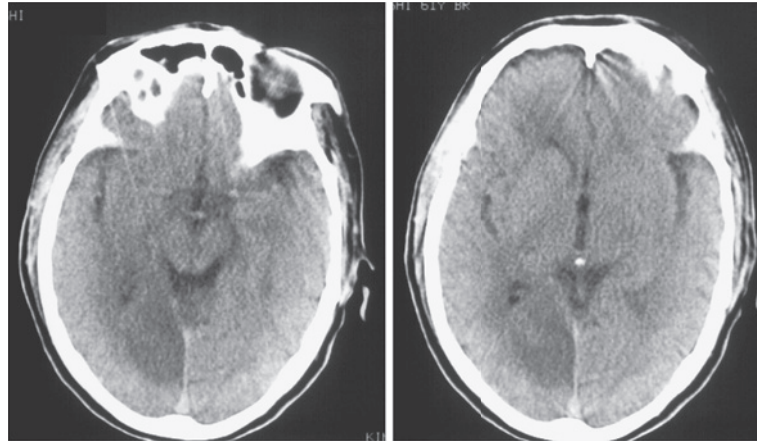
CT scan at the first stroke.
